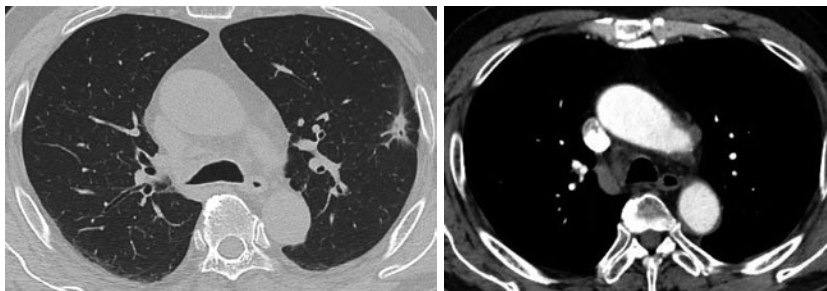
抗がん剤2コース終了後の胸部造影CT. 原発巣と肺門縦隔リンパ節の再増悪なく大動脈弓部血栓の縮小が観察された。
